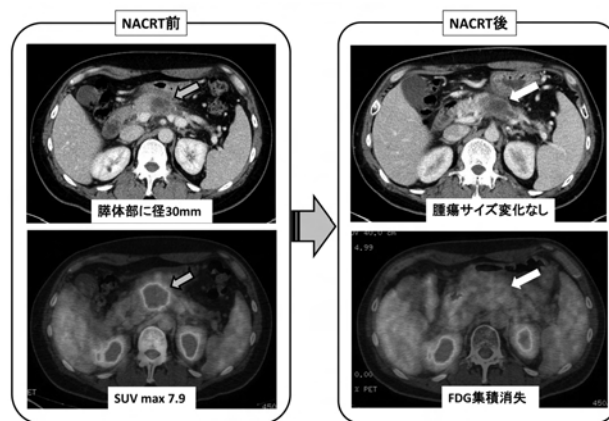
level 1-IMRT 60Gy 治療症例のNACRT 前後のCT, FDG-PETの比較
